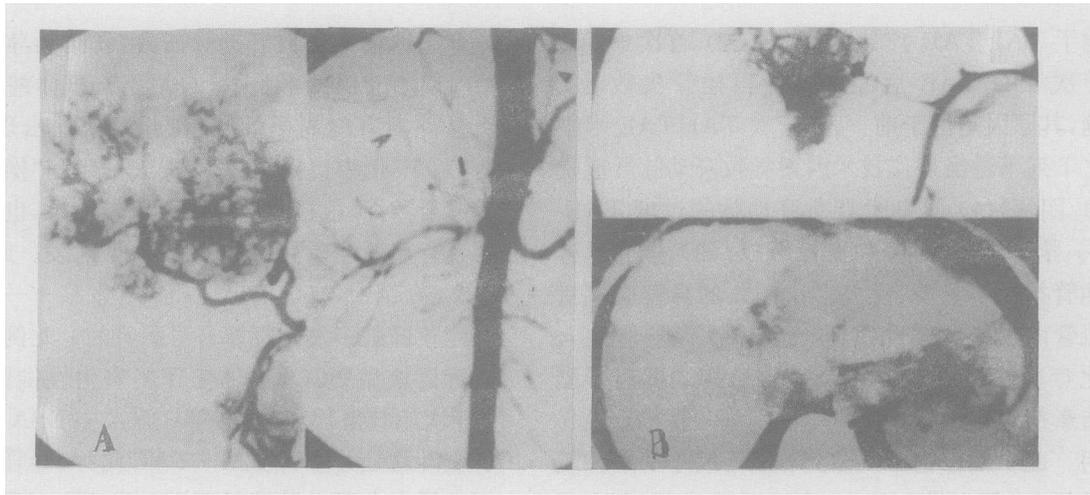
女, 28 岁。术前肝固有动脉 DSA(A, 左) 见丰富肿瘤血管, 未注意到瘤体内上方之少血区; 第 3 疗次肝动脉插管未成功, 腹主动脉 DSA(A, 右) 证实有肝总动脉严重狭窄和一假性动脉瘤(↓) 伴侧支供血(↑), 并发现左侧 IPA 增粗(←); 同次行 IPA DSA 证实 IPA 供血并作 TAI/TAE (B, 上); 第 5 疗次后 CT 复查(B, 下) 见肝右叶前段碘油滞积良好, 原有缩小之瘤灶复增大以及瘤周出现多数子灶。存活 14 个月。
